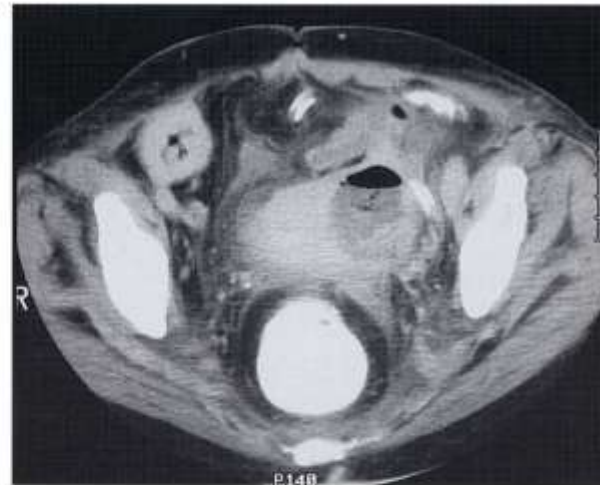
Hình ảnh: X quang, Siêu âm, CT scan
